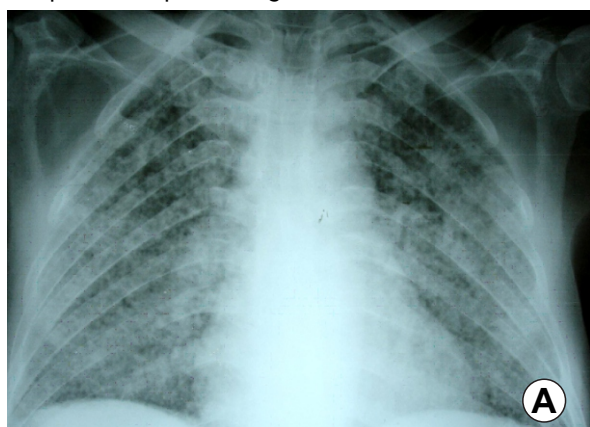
Radiografía de Tórax (A) y TAC torácica contrastada (B), evidenciándose infiltrado retículo nodular difuso en ambos campos pulmonares.
